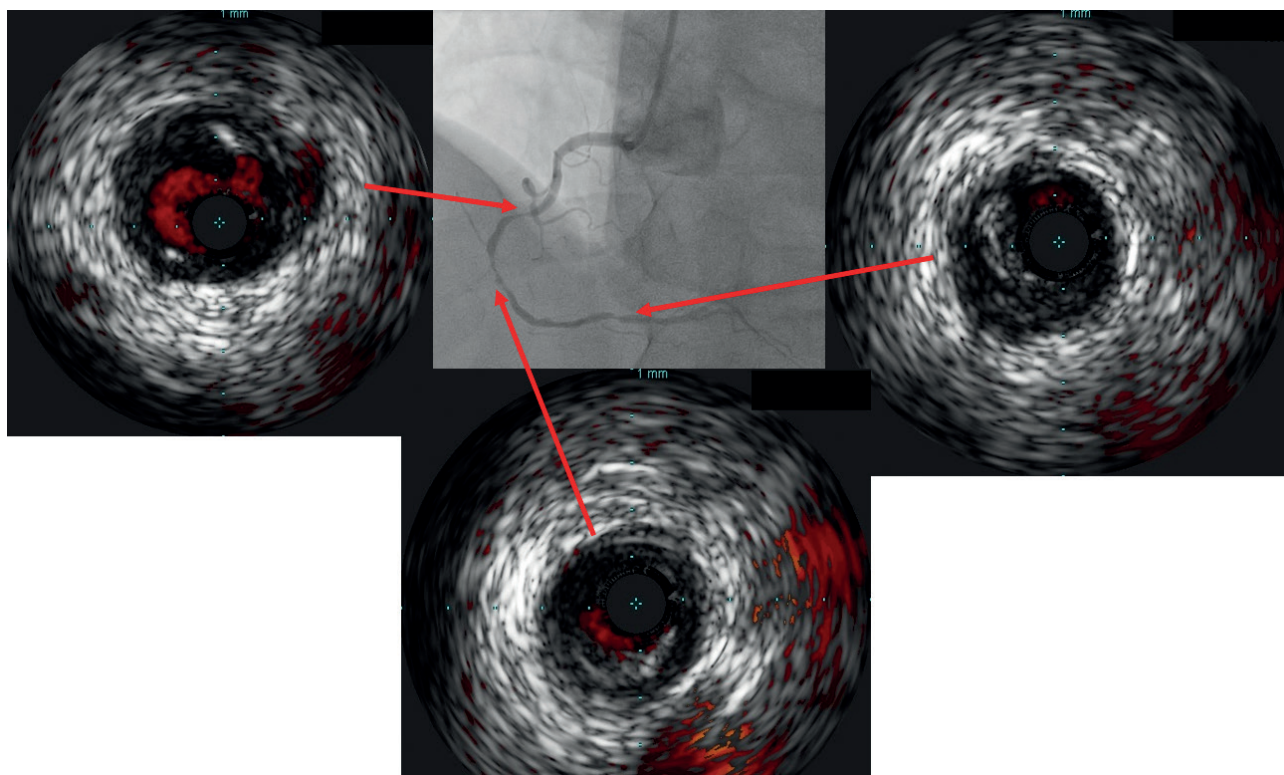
Исходные данные ВСУЗИ. В режиме CHROMA остаточный просвет в зоне стеноза отмечен красным цветом.
